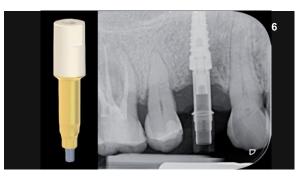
Radiografía endoral de control del acoplamiento correcto del pilar de escaneado IPD.
